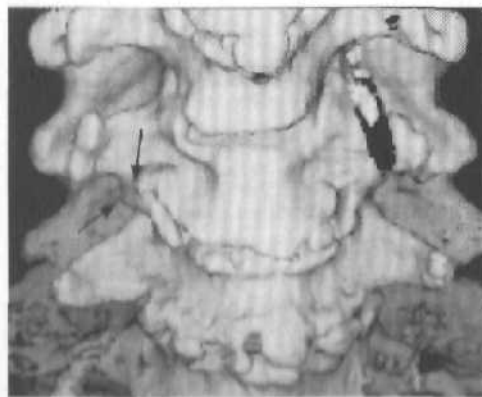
3D — КТ. Стрелками обозначены остеофиты, вызывающие компрессию корешка справа в межпозвоночном отверстии.
